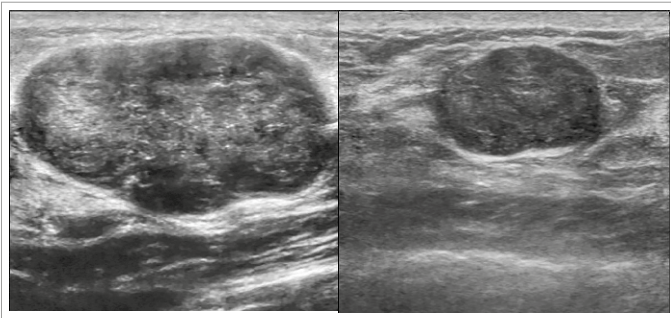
Hallazgos en la ecografía mamaria sugerentes de benignidad. Más anchos que altos. Ovalados y bien circunscritos, sin sombra acústica posterior (por Nevil Ditmen licencia bajo CC BY-SA 3.0).
